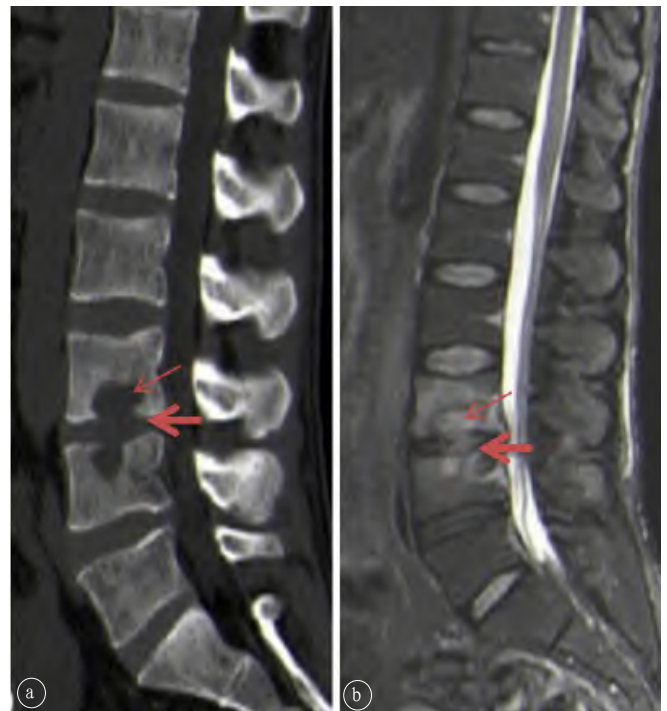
布鲁氏菌性脊柱炎进展期影像表现。a. CT矢状位显示腰3/腰4椎体中心骨质呈溶骨性破坏（细红箭），相邻的椎间隙狭窄（粗红箭）；b. MRI STIR矢状位显示腰3/腰4椎体中心骨质呈溶骨性破坏，呈不均匀高信号（细红箭），相邻的椎间隙狭窄（粗红箭）。
